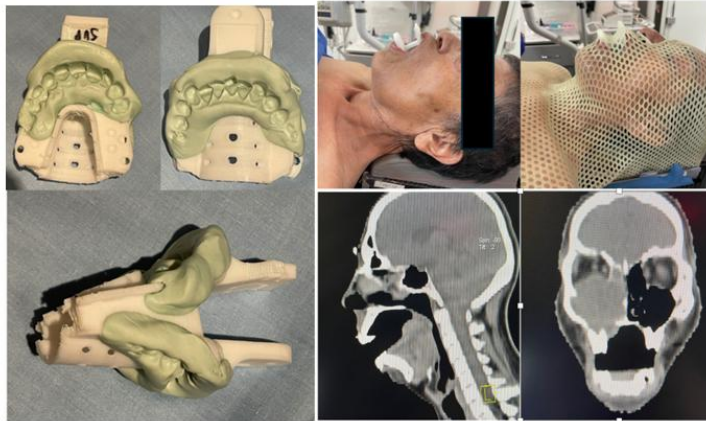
Imagen de bajalengua impreso, personalizado con silicona dental. Simulación de paciente con máscara de inmovilización, bajalengua con el resultado en la tomografía de simulación.
